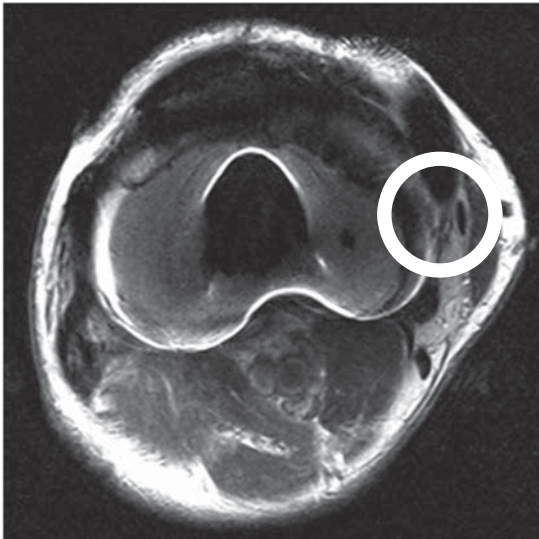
Axial T2-weighted magnetic resonance imaging (affected side)
